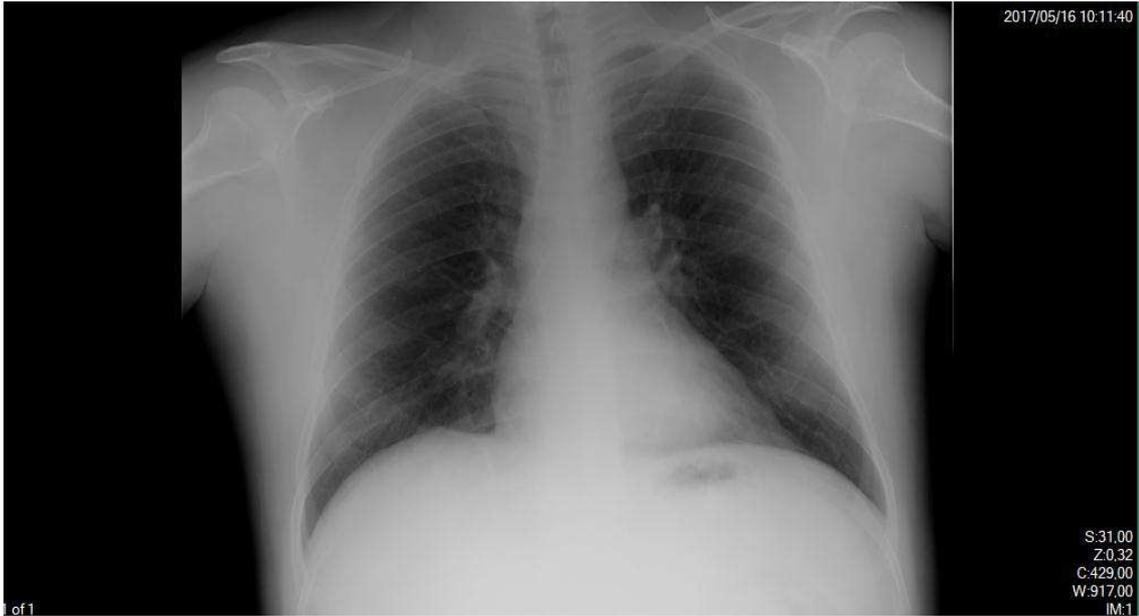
Radiografía de Tórax. Tórax normal.
